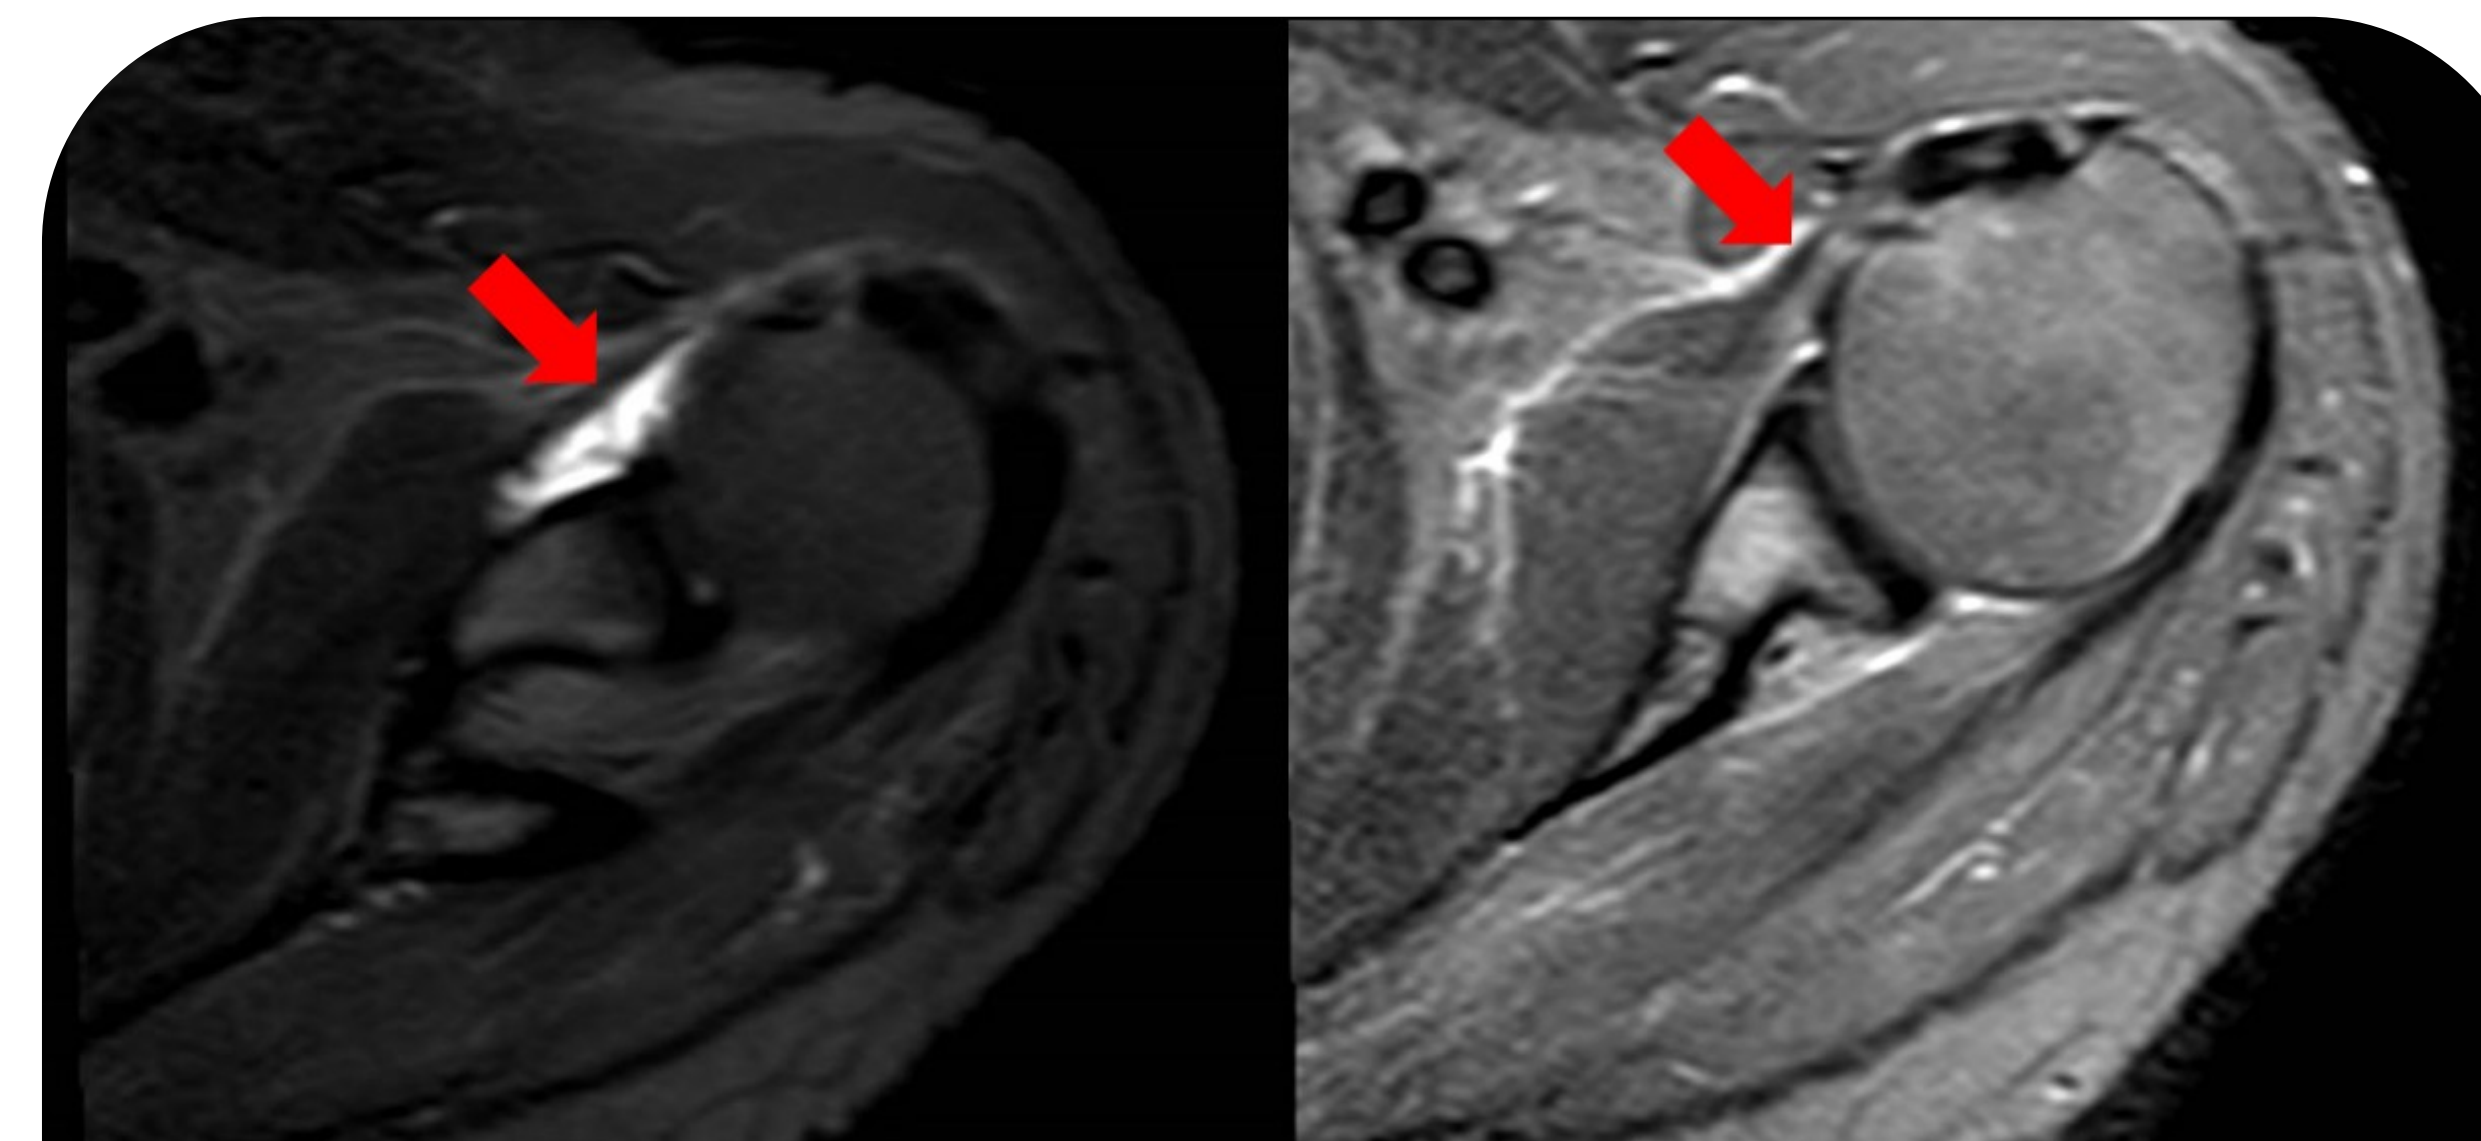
Resonancia magnética de hombro izquierdo: las flechas indican engrosamiento y edema capsular glenohumeral anterior.
